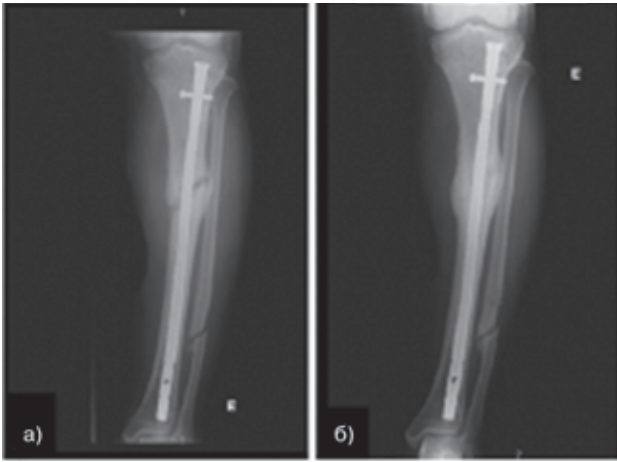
Фото рентгенограм кісток гомілки. Відсутність зрощення через 12 місяців після перелому (а) і консолідація після лікування Бівалосом (б)
